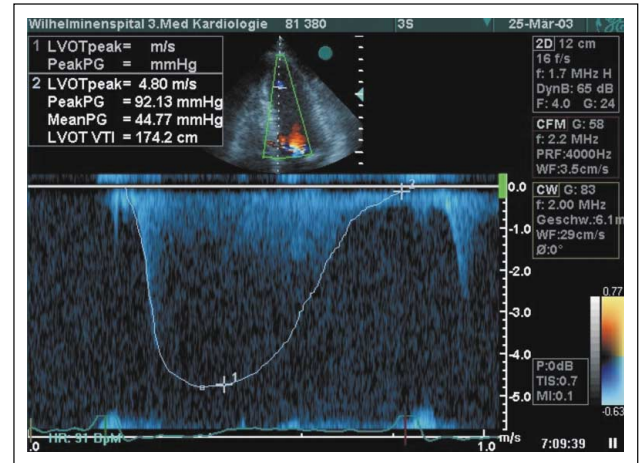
CW-Doppler im Bereich des linken Ventrikels: Zum Ausflußtrakt gerichtetes systolisch-diastolisches Signal mit einer maximalen Flußgeschwindigkeit von 4,8 m/s
